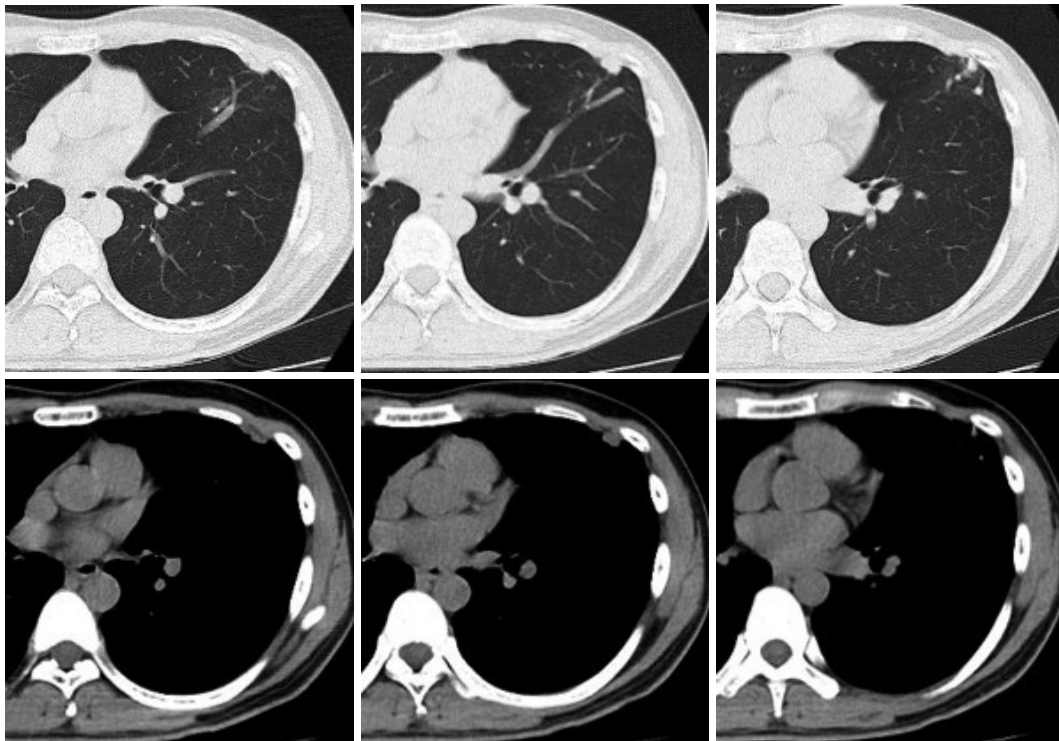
前医胸部単純CT. 左舌区末梢に複数の結節影を認める.
